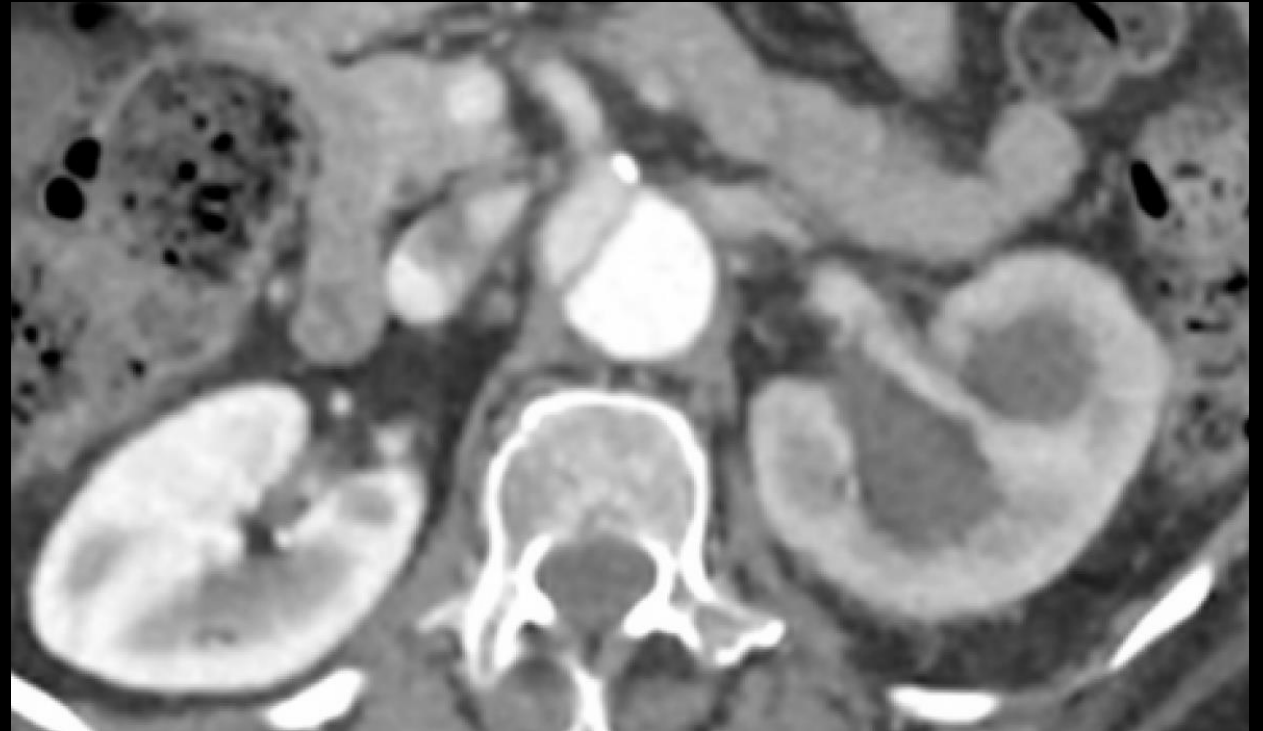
TC axial en fase venosa muestra la extensión abdominal de la disección aórtica aórtica con afectación de arterias viscerales. El riñón izquierdo presenta un realce menor en comparación con el derecho, compatible con una perfusión renal deficiente secundaria a compromiso de la arteria renal.
